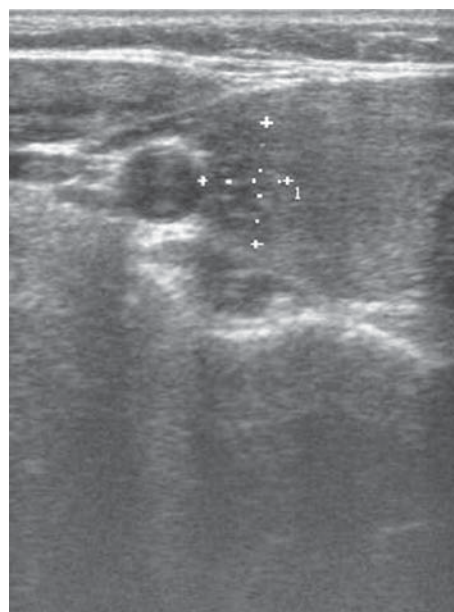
Przykłady „podejrzanych sonograficznie” ognisk w tarczycy, w przypadku których zdiagnozowano raka tarczycy. A. Rak brodawkowaty. B. Rak pęcherzykowy. C. Rak rdzeniasty. D. Rak anaplastyczny
